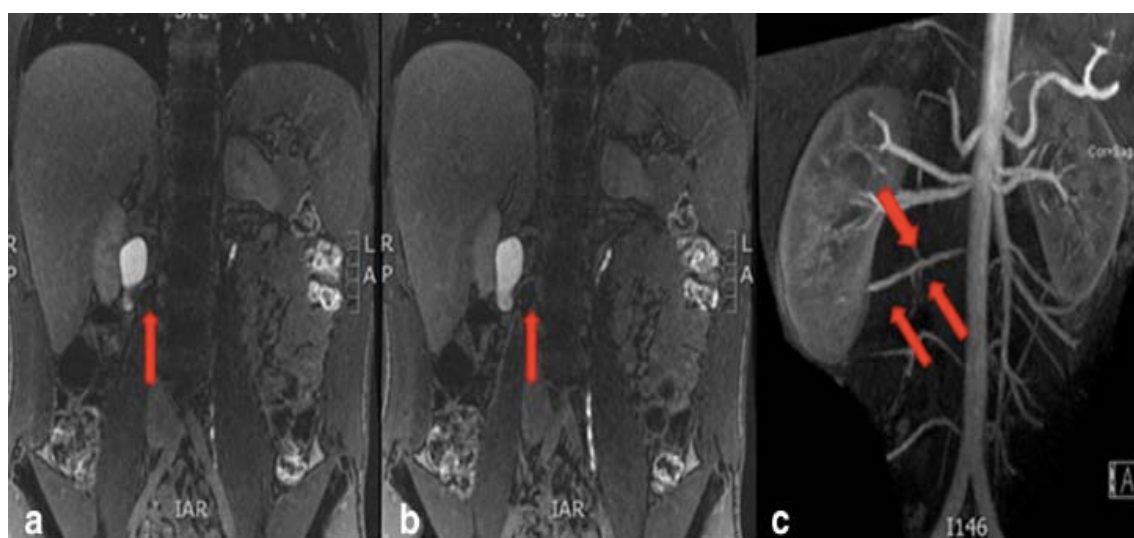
a et b : IRM montrant le vaisseau polaire croisant la JPU droite, c : reconstruction tridimensionnelle(46).
